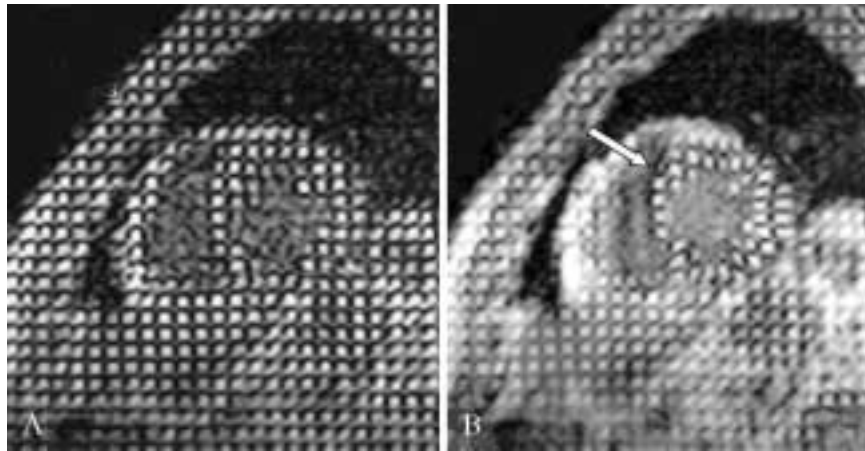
Cine Cardio-RM asse corto biventriolare. Sequenza EPI Miocardial Tagging. Assente deformazione della griglia nella zona settale, espressione di acinesia postinfartuale.
